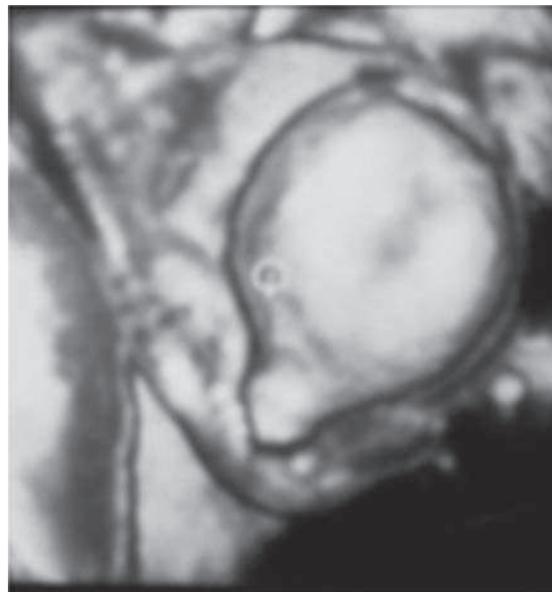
En la imagen de la ecografía gestacional de tercer nivel se aprecia megavejiga, con uretra distendida y el signo de ojo de cerradura sugestivo de valvas uretrales posteriores parciales
